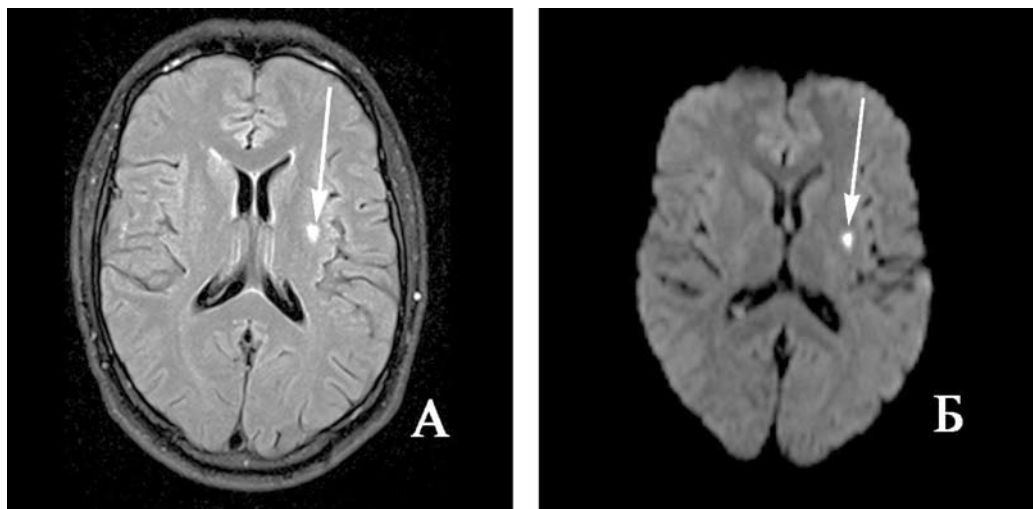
Острое нарушение мозгового кровообращения в бассейне левой средней мозговой артерии. МРТ головного мозга. Больной Ф., 32 лет. В анамнезе – героиновая зависимость в течение 14 лет, ВИЧ-инфекция, гепатит С выявлены в 2011 г. А – T1-взвешенное изображение, аксиальная плоскость; Б – диффузионно-взвешенное изображение с фактором взвешенности $b=1000$. Зона повышения интенсивности МР-сигнала в задних отделах скорлупы слева, острый период ишемического инсульта
